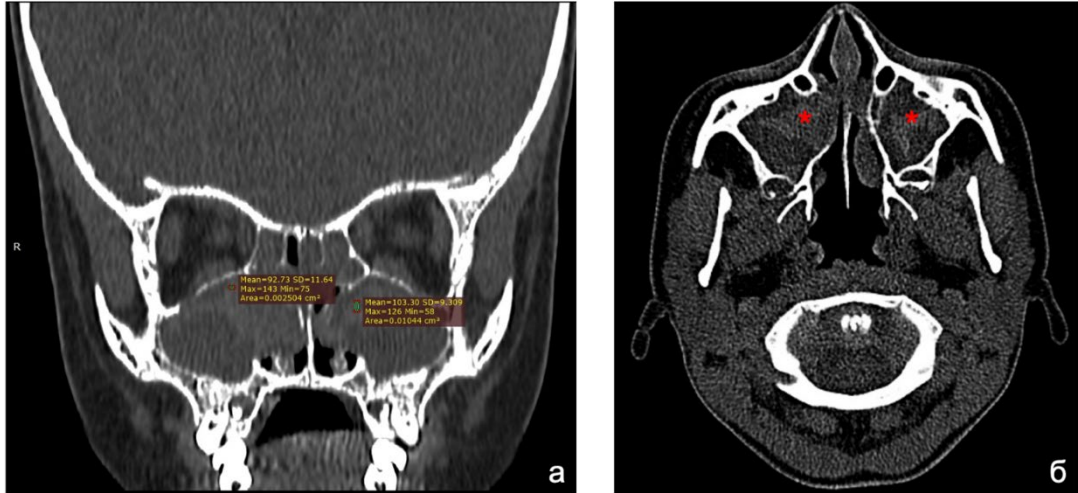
КТ-картина «естественного контрастирования» содержимого ВЧП у детей с МВ, «мягкотканное окно»: (а) коронарная проекция, при денситометрии в разных участках очагов «естественного контрастирования» определена средняя рентгенологическая плотность 92,73HU и 103,30HU; (б) аксиальная проекция (участки «естественного контрастирования» обозначены красной звездочкой)
